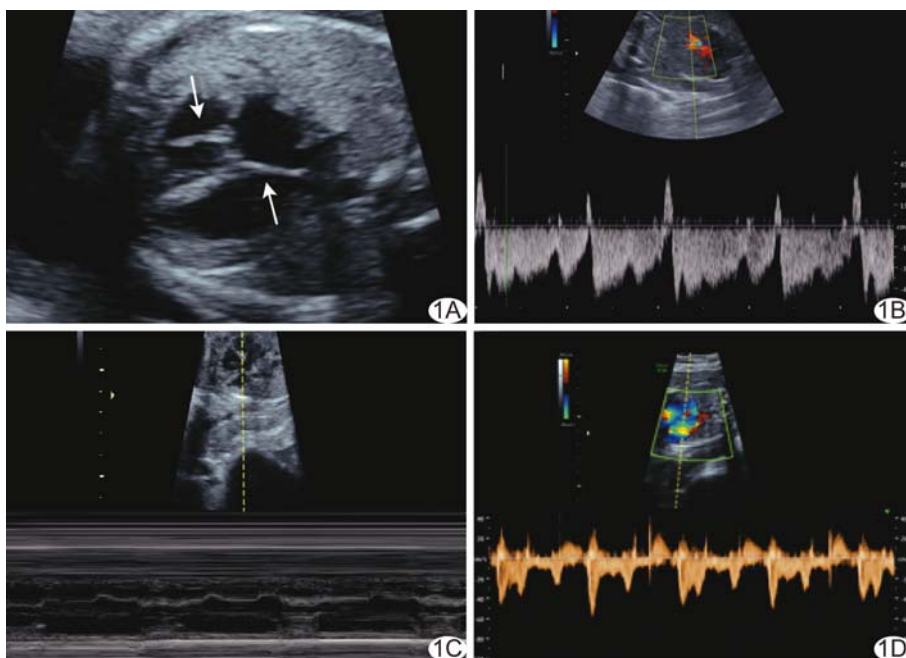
孕 27 周<sup>+</sup>胎儿 (病例 1) A. 二维超声声像图显示胎儿心脏房间隔、腱索等回声增强 (箭); B. 胎儿 DV 血流频谱图示 a 波反向; C. M 型超声声像图显示心房与心室收缩完全分离, 心房率 152 次/分, 心室率 58 次/分; D. 脉冲多普勒图示 E 峰、A 峰间隔不等, 无固定关系, 二尖瓣舒张期血流频谱 E 峰>A 峰
